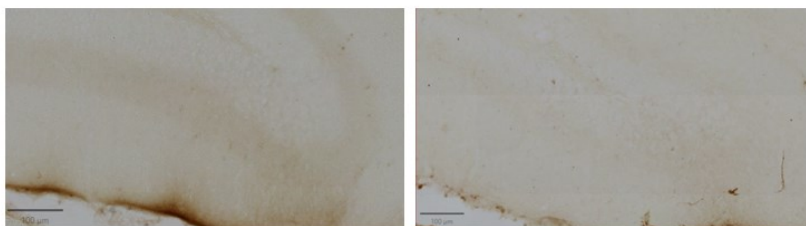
Reprezentativní mikrofotografie imunoreaktivních buněk pERK v SCN z časového bodu 5 h po CT15. Úsečka v levém dolním rohu každé mikrofotografie reprezentuje 200  $\mu\text{m}$ . Levá mikrofotografie zobrazuje jednu z intaktních kontrol se silně obarveným VLSCN. Pravá mikrofotografie zobrazuje SCN zvířete s aplikovaným ketaminem.
